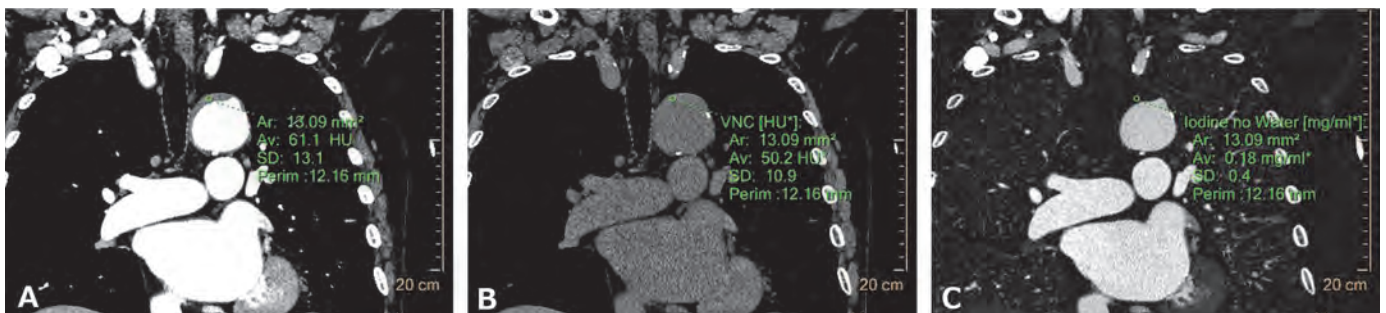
入院から1週間後に撮像された造影CT：冠状断像（A：造影後、B：仮想単純画像、C：ヨード密度強調画像）。造影後および仮想単純画像で大動脈壁の吸収値は50～60 HUとやや低下していた。ヨード密度強調画像では、引き続き明らかなヨード含有は見られず、増強効果に乏しい。
